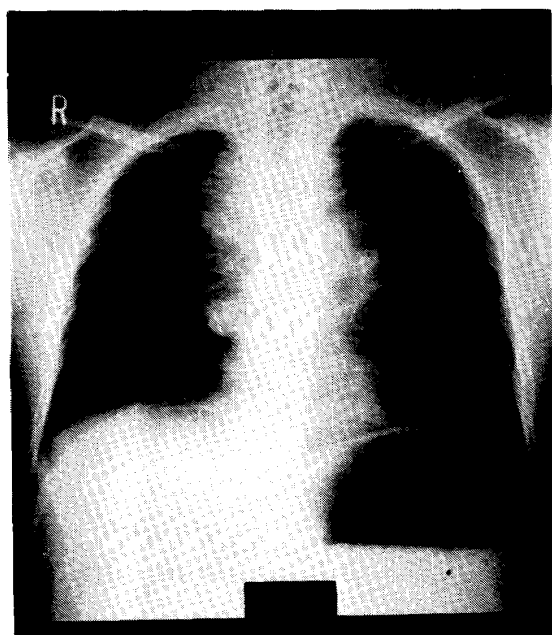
昭和56年6月10日、京大胸部研入院時の胸部X線写真
